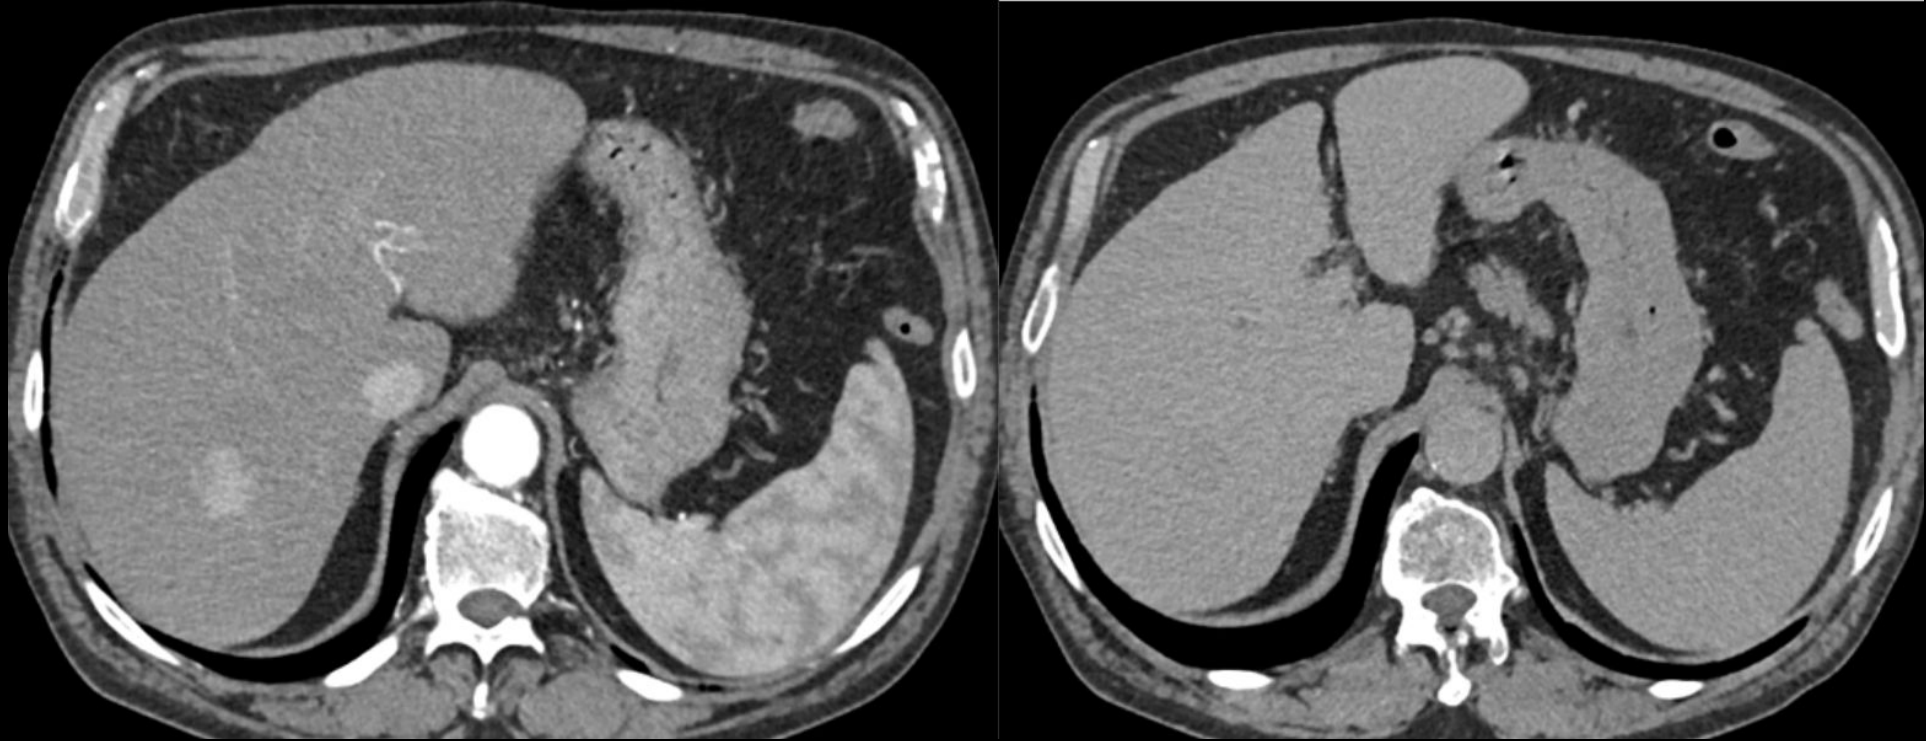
Categoría LR-5: 10-19 mm. Hipercaptación arterial no en anillo junto con lavado no periférico. TC con contraste en fase arterial (izquierda) con captación de nódulo en segmento VII y en fase venosa (derecha) que muestra lavado.
